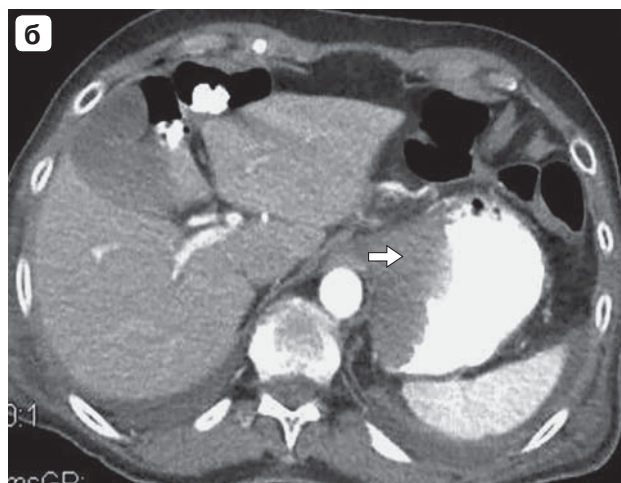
КТ верхнего этажа брюшной полости, аксиальные срезы. а – нативное исследование; б – с болюсным КУ (артериальная фаза) и пероральным контрастированием. Спонтанная гематома желудка указана стрелкой.
